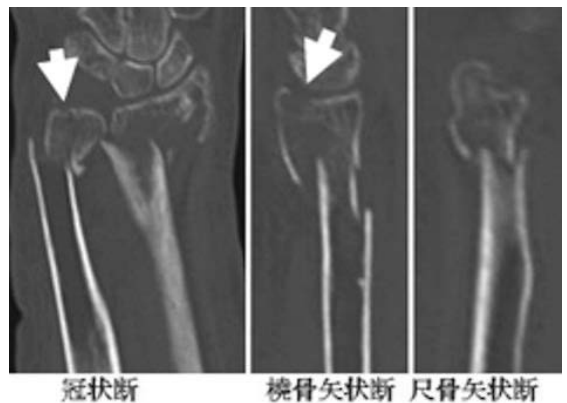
初診時CT像。橈骨および尺骨の関節内骨折を認める(矢印)。
